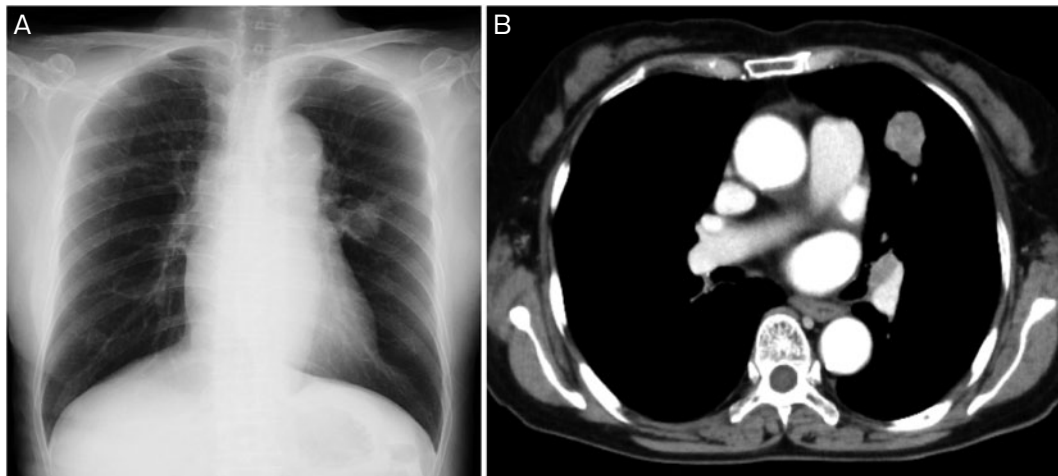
Imaging findings. (A) A chest radiograph on admission showing a mass lesion in the left lung. (B) A contrast-enhanced CT scan of the chest showing a tumor in S⁴ of the left lung.
